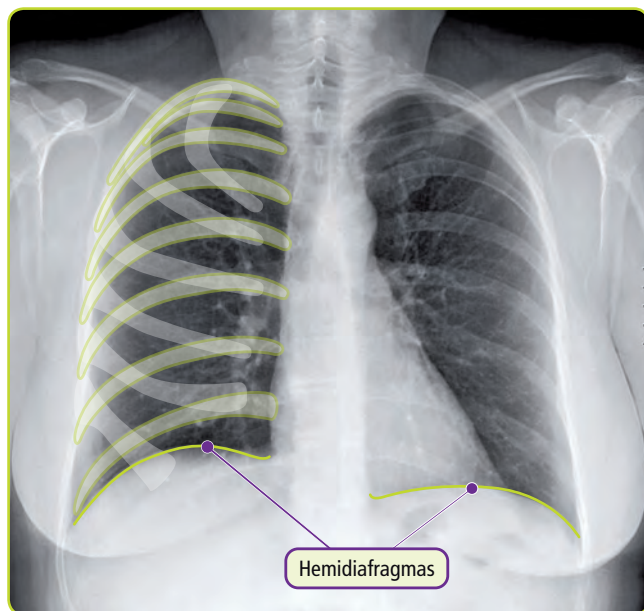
Radiografía PA de tórax: resaltados los hemidiafragmas, arcos costales anteriores (gris) y posteriores (verde).
